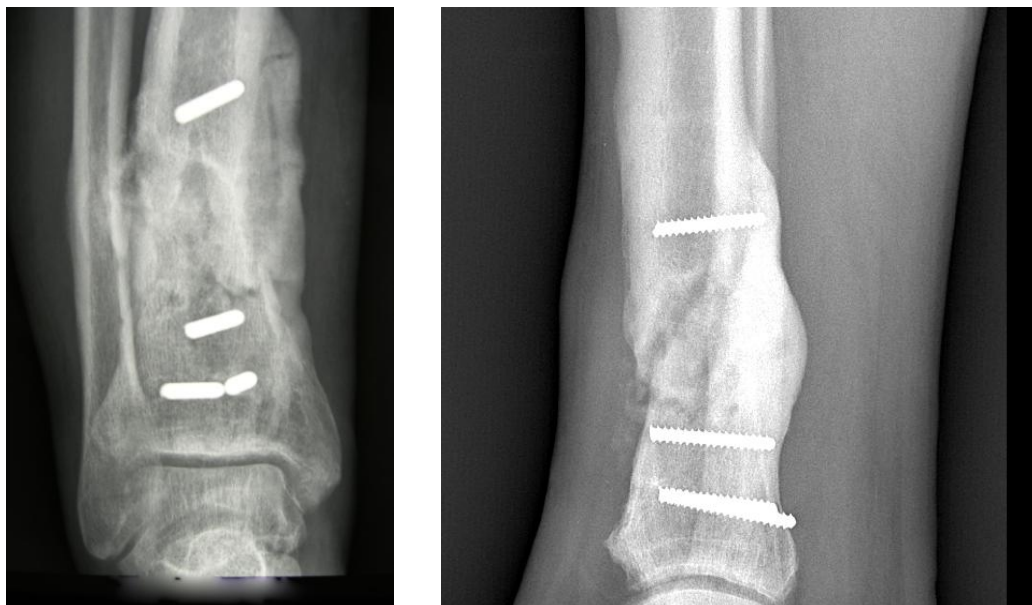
Immagini radiografiche tibia dx paziente all'uscita dal PTV.
